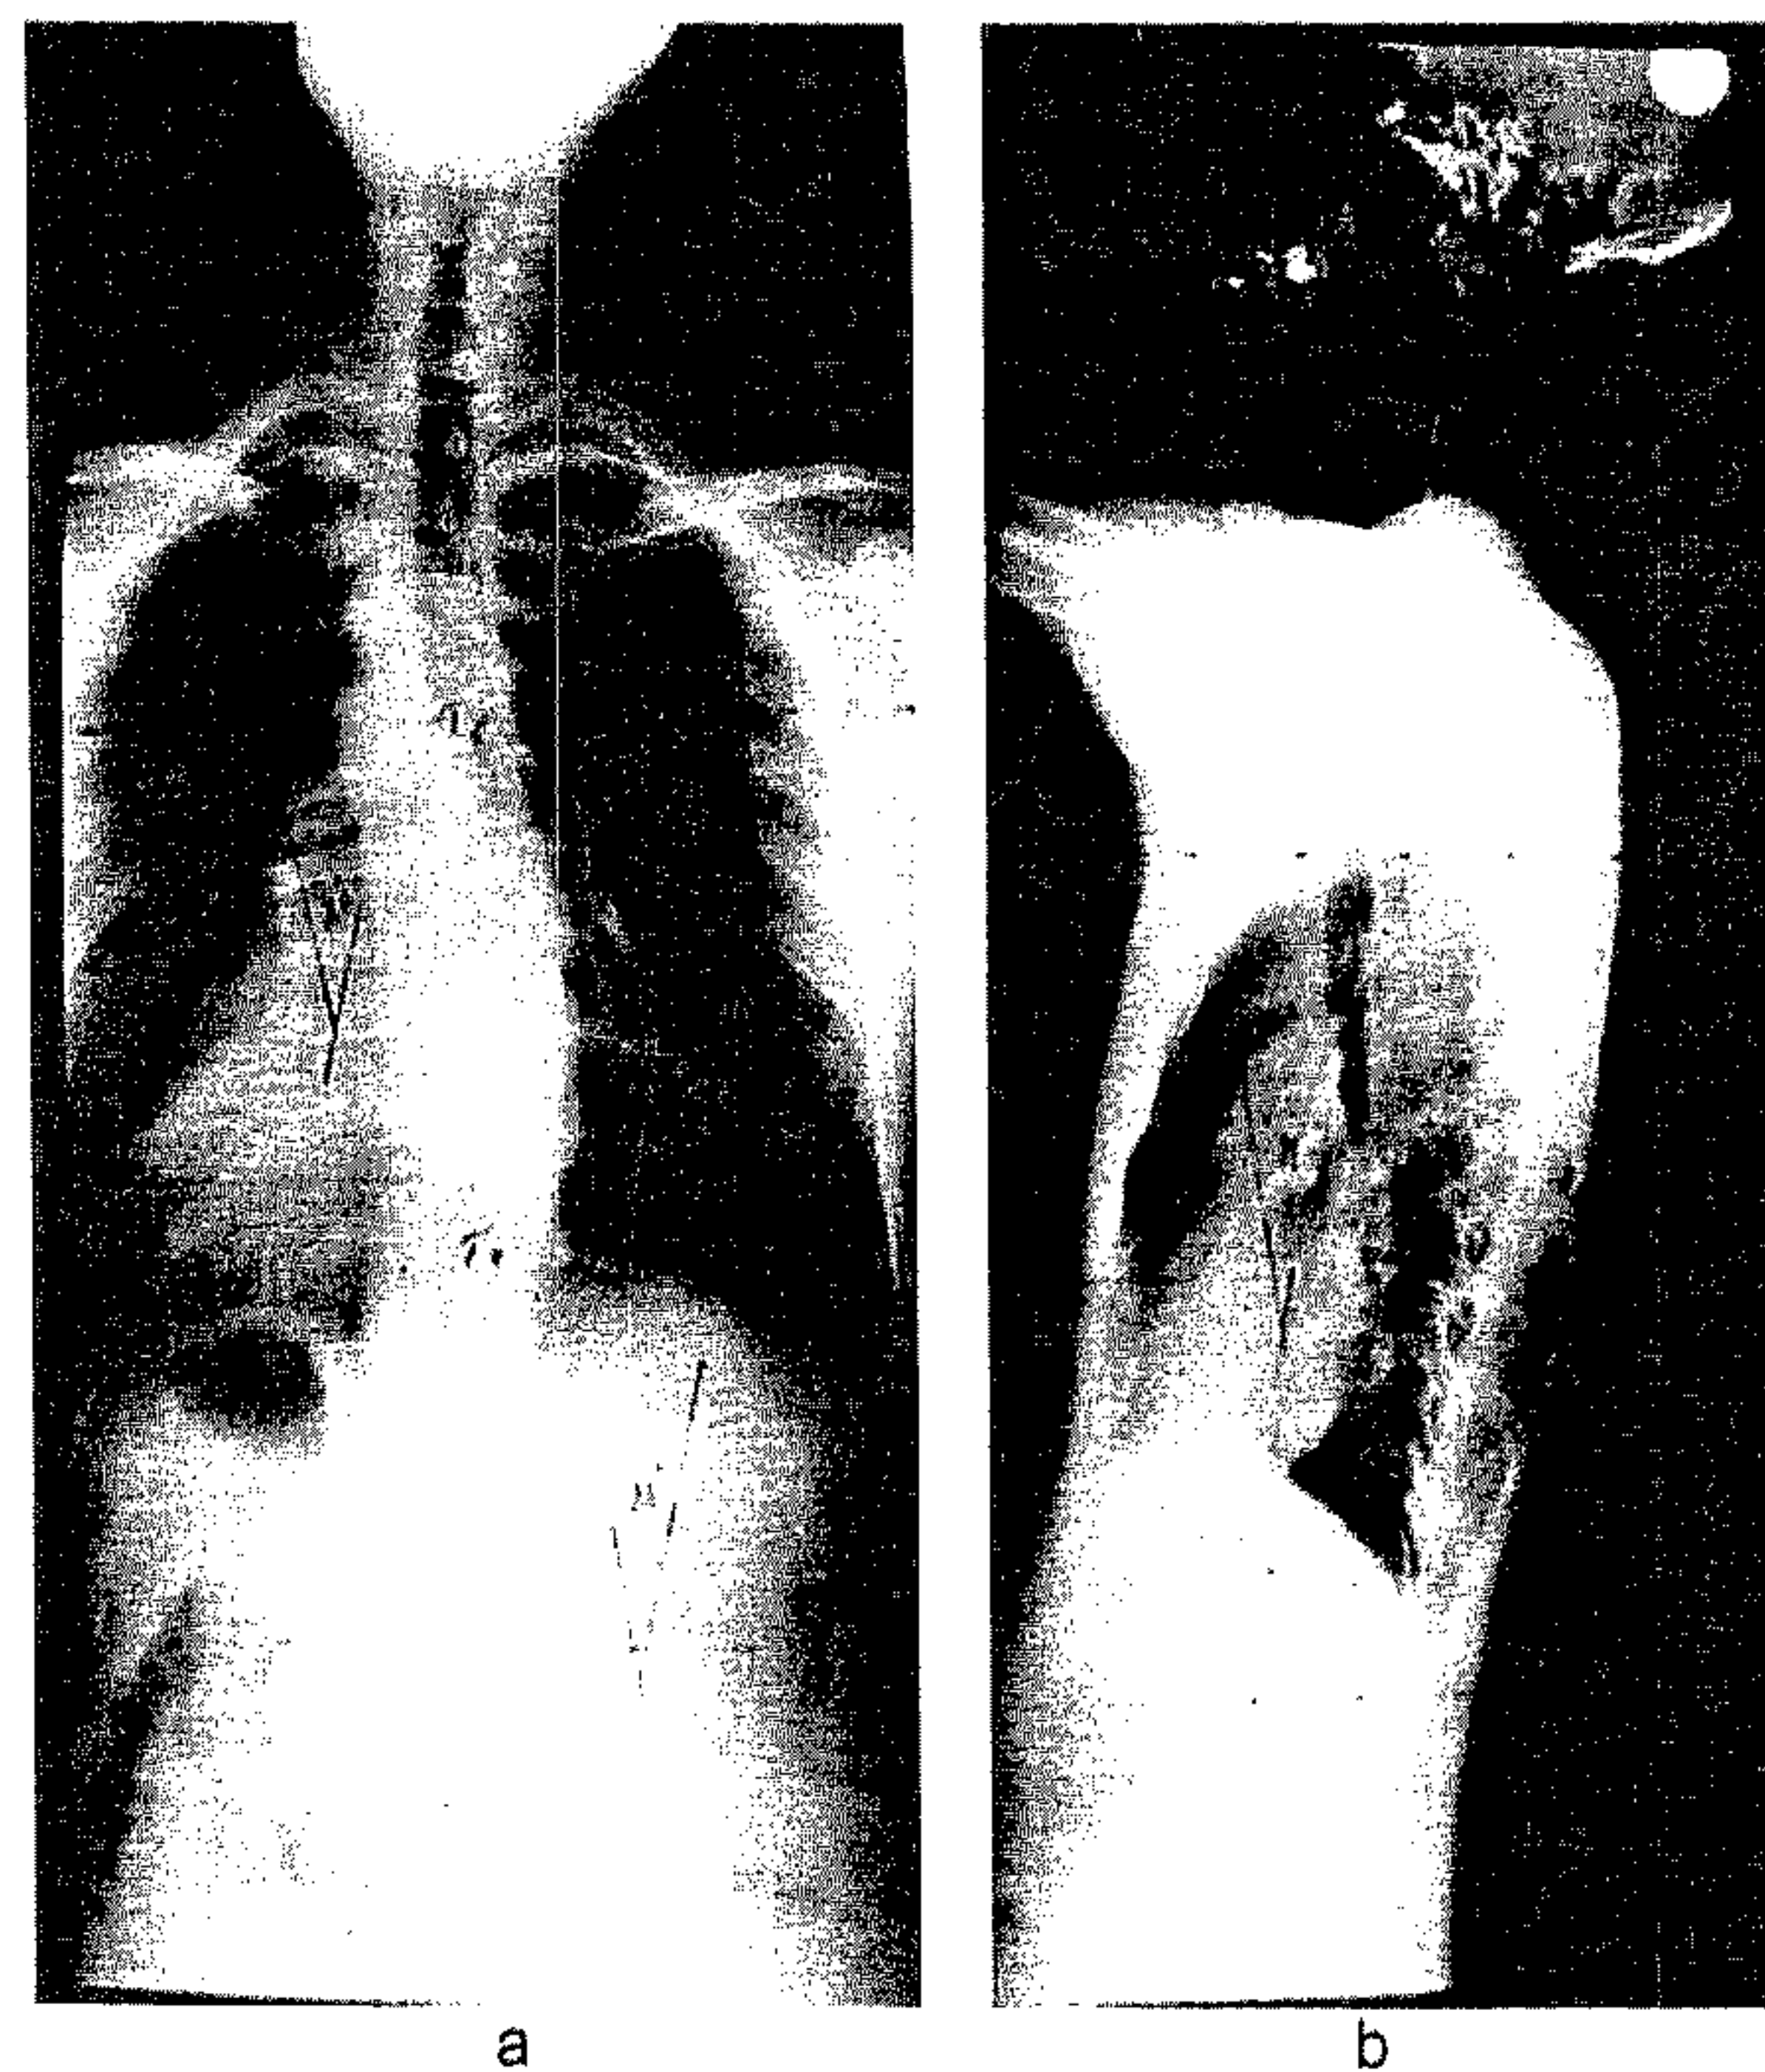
Radiografia întregii coloane în ortostatism: a - față; b - profil.
